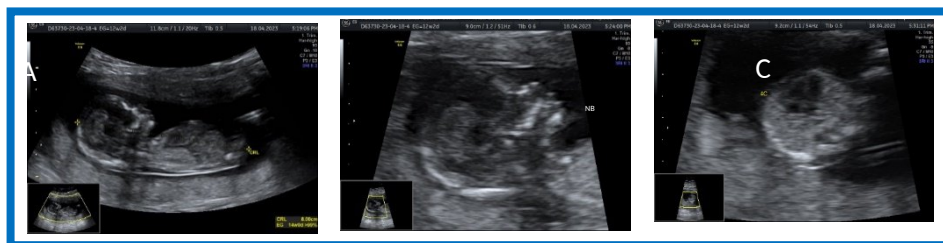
Ultrasonido de tamizaje. A) Se observa producto en un corte sagital con medición de la longitud cefalocaudal (CRL), B) Cara fetal. Perfil horizontal mostrando huesos nasales (NB). C) Corte axial de cuatro cámaras cardiacas.
